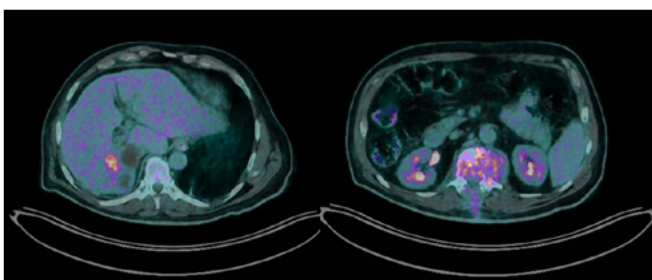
PET-TC (F18.FDG). Masa hepática en segmento VII-VI con áreas hipermetabólicas y ametabólica necróticas compatible con tumor; lesión hipodensa ametabólica adyacente compatible con quiste hidatídico. Múltiples lesiones osteolíticas intramedulares hipermetabólicas y algunas asociadas a partes blandas.
